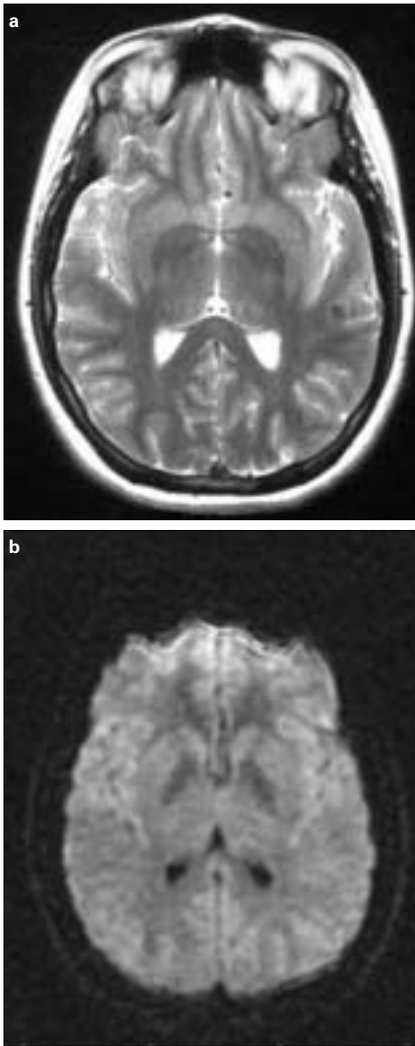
RM de control pasado un mes: a) Imagen axial ponderada en T₂ donde se objetiva la casi completa resolución de la lesión; b) Imagen axial ponderada en difusión: no aparecen alteraciones en la intensidad de señal.
